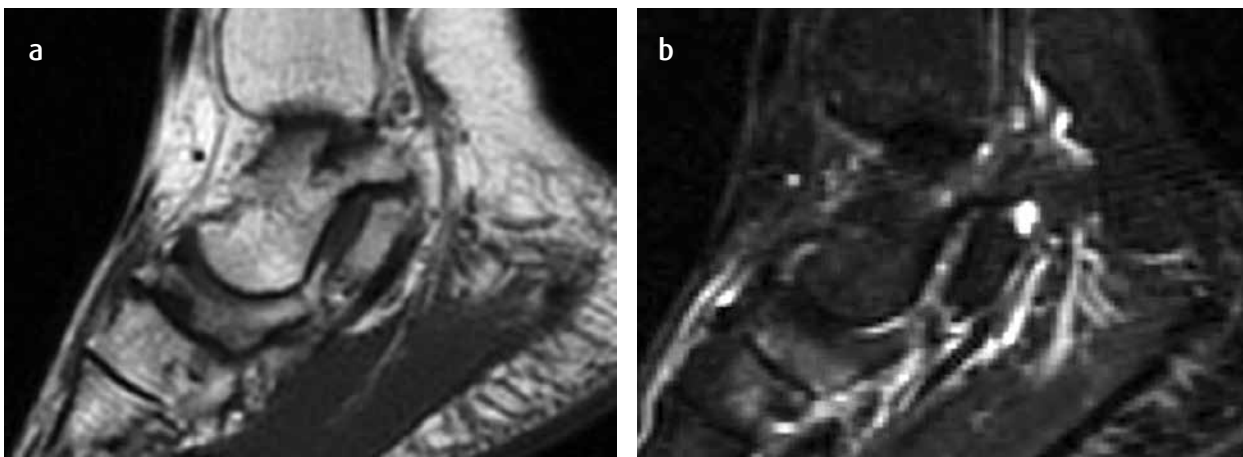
a) Resonancia magnética. Secuencia potenciada con información en T1. Alteración en la morfología del escafoides tarsiano, con cambios artrósicos astrágaloescafoideos. b) Resonancia magnética. Secuencia potenciada con información en T2 con saturación grasa. Alteración en la morfología del escafoides tarsiano, con edema medular en el escafoides y la primera cuña.
